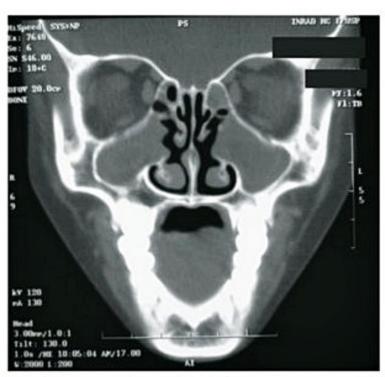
Tomografia computadorizada mostrando janela óssea, corte coronal, de paciente com polipose nasal.
